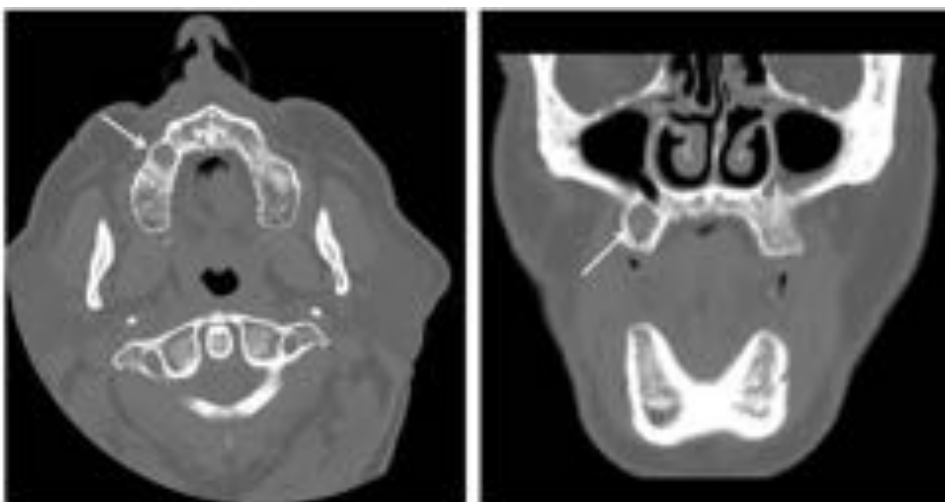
TAC axial y coronal. Quiste residual (flechas).
